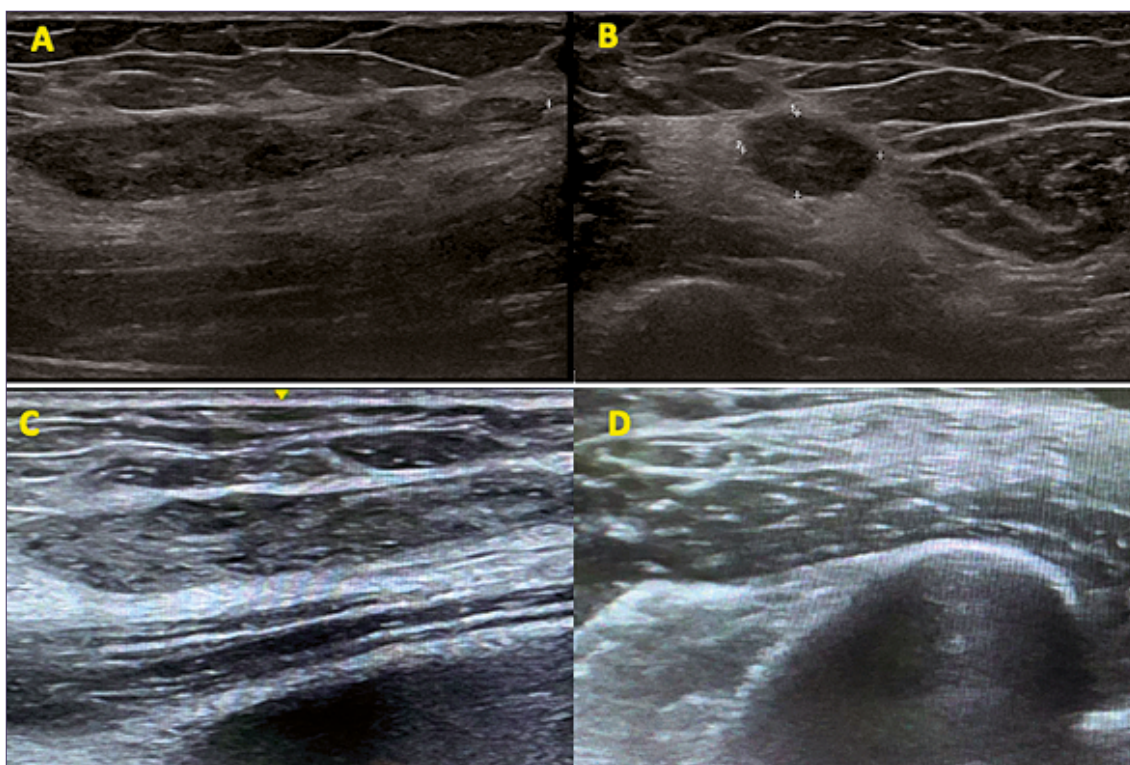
A y B: Ecotomografía preoperatoria. En la porción medial del músculo vasto interno, se identifica lesión oval, hipocogénica. Lesión con aparente dependencia del nervio femoral anterior. Medidas: 4,8 x 0,7 x 1,2 cm; C y D: Ecotomografía intraoperatoria. Se identifica lesión en porción medial del músculo vasto interno.
